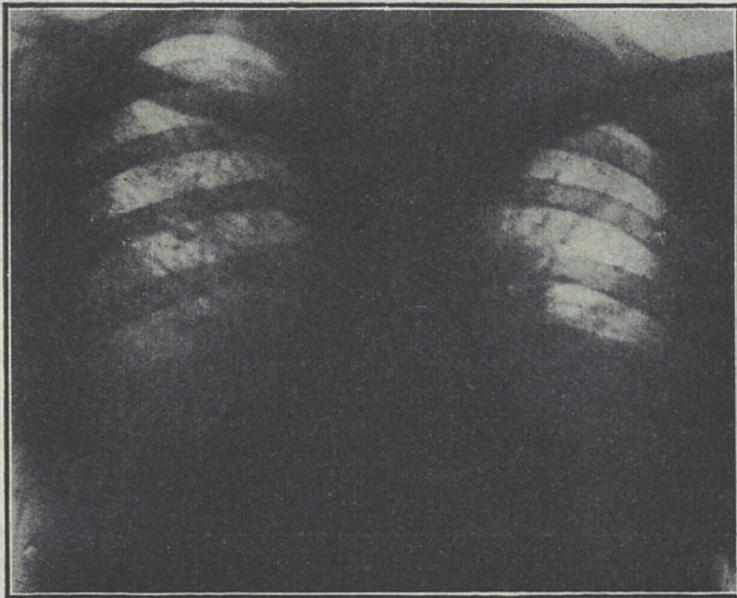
Radiografia tirada duas horas depois do edema pulmonar agudo
